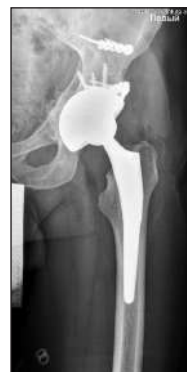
Рентгенограма лівого кульшового суглоба пацієнта X., 36 років, після операції
